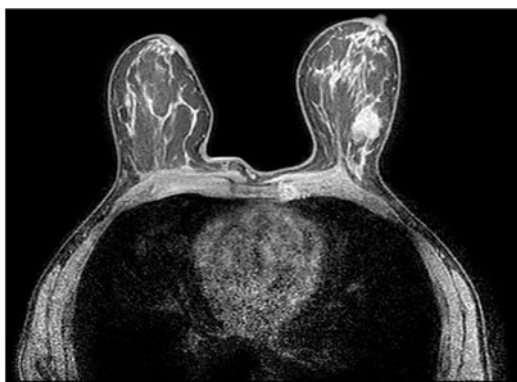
RM: área mal definida en la región retroareolar de la mama derecha, hiper captante, que requirió seguir ampliando estudio.
